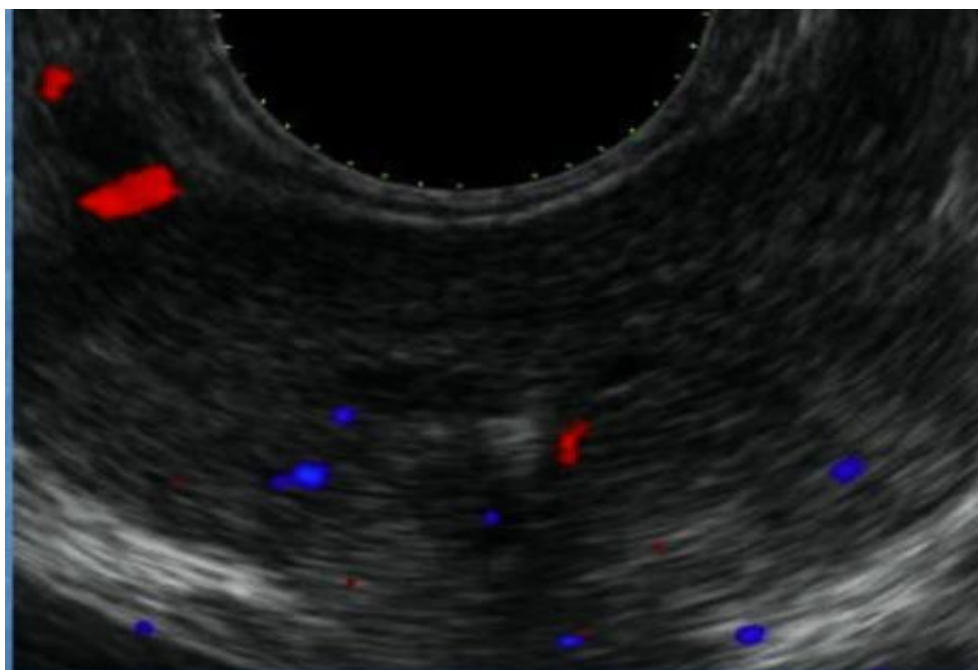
Восстановление показателей гемодинамики по данным ТРУЗИ простаты в результате небулайзерного воздействия водным раствором пантогематогена трансректально у больных 1 группы
